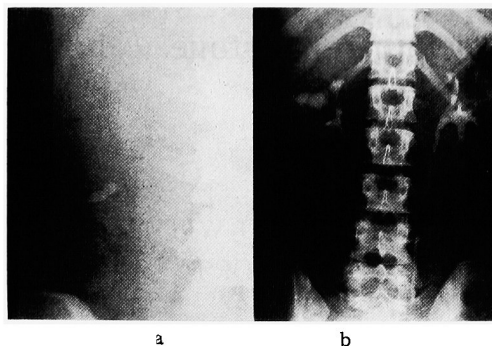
a: Plain film on erect position shows "half-moon"-shaped shadow of stones.
